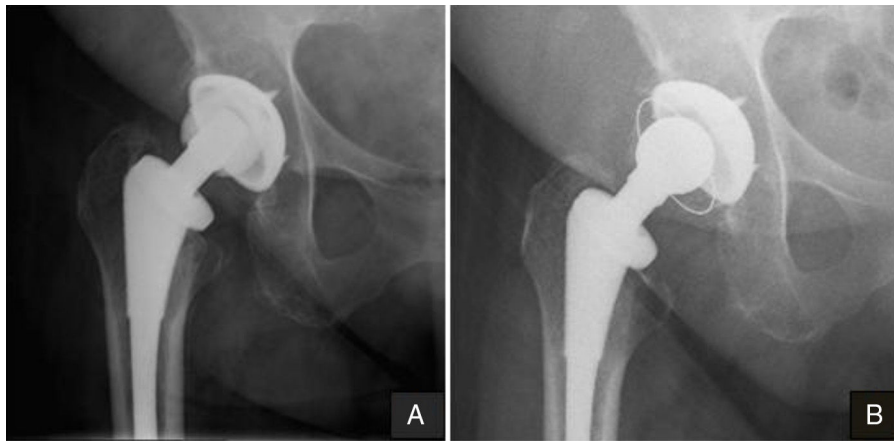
A. Radiografía preoperatoria en la que se observa el desgaste del polietileno y una lesión osteolítica periacetabular. B. Radiografía al final del seguimiento donde se evidencia la resolución de la lesión osteolítica.
